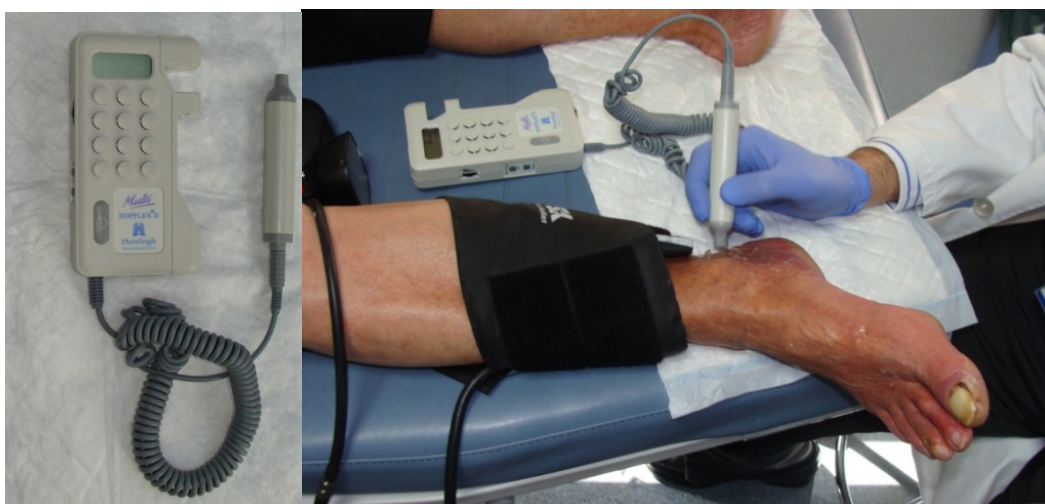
Medida de la presión arterial en la arteria tibial posterior mediante doppler portátil para el cálculo del ITB.
